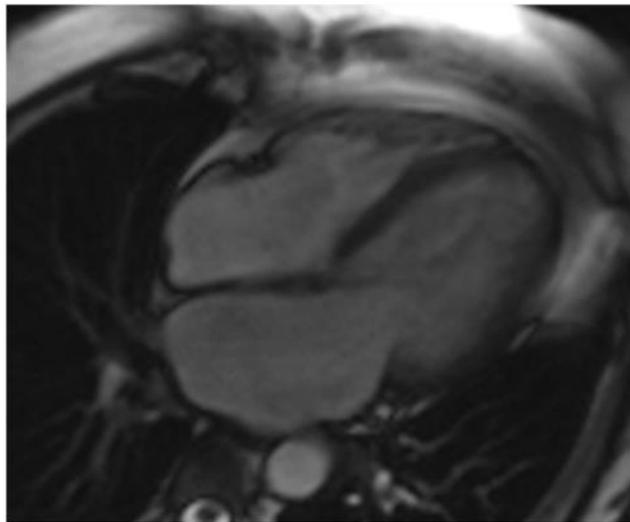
aspect de cardiomyopathie à l'IRM cardiaque
